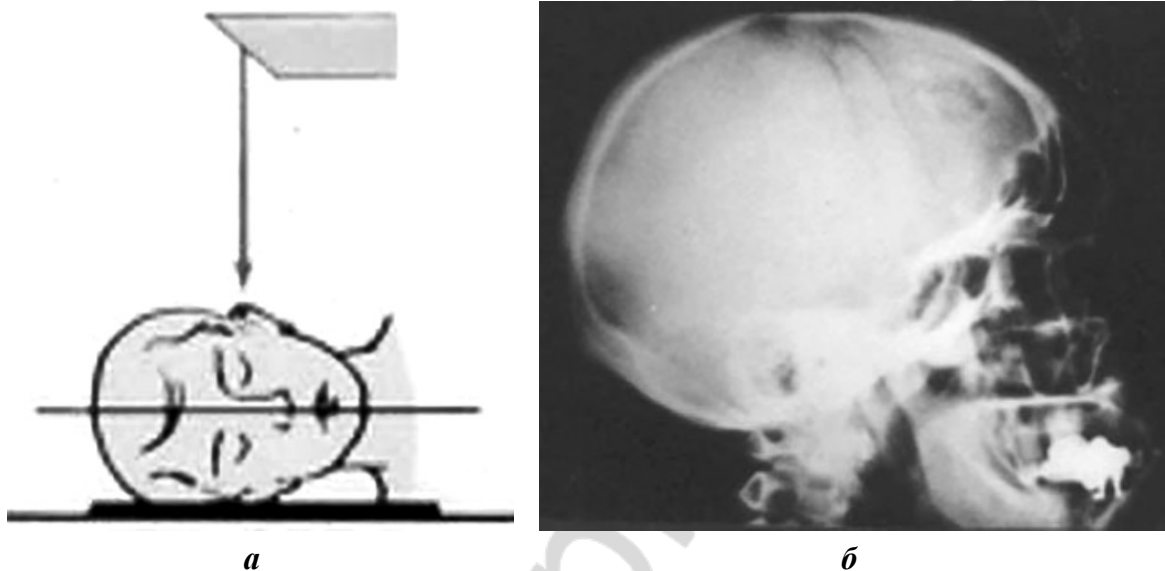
Рентгенография черепа в боковой проекции:
